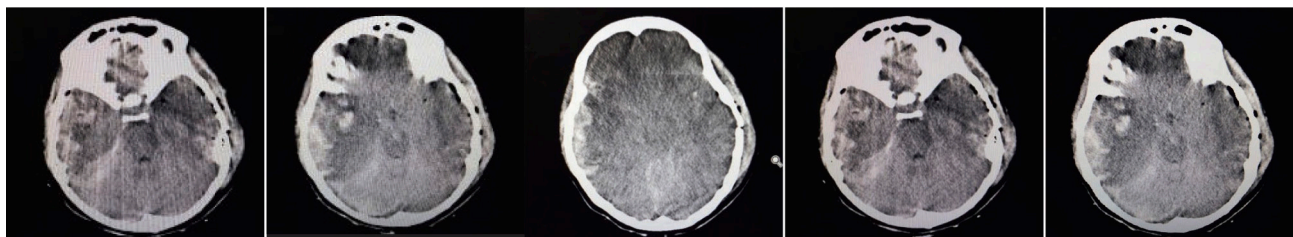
КТ-снимок головного мозга без контраста: острая субдуральная гематома в правой височной (B) и лобной (A) областях, геморрагический ушиб (C) в правой височной области, сглаженность борозд в правой височной и теменной областях, ункальное вклинение справа с диффузной ишемией головного мозга (D) и инфарктом ствола головного мозга в связи с гипоксией (E)
